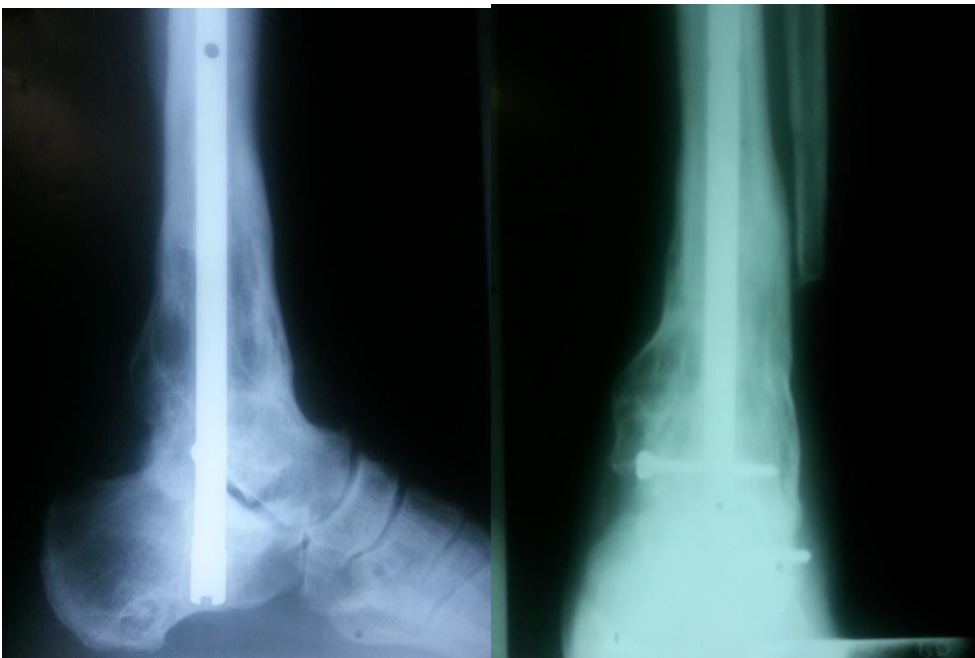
Radiografía de la evolución del paciente 5 años después de la cirugía. Consolidación grado IV de Montoya.
